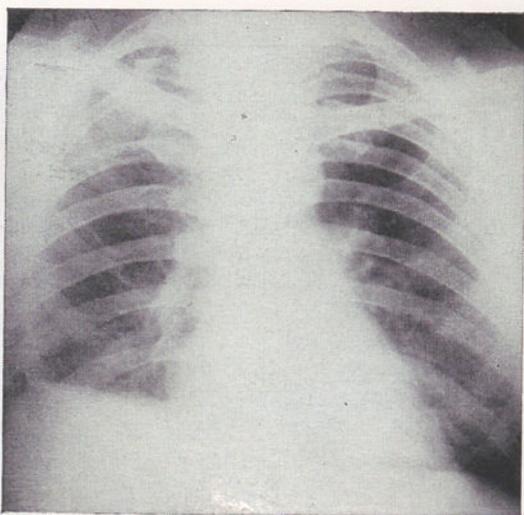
Radiografia do doente após a operação (Obs. II).
